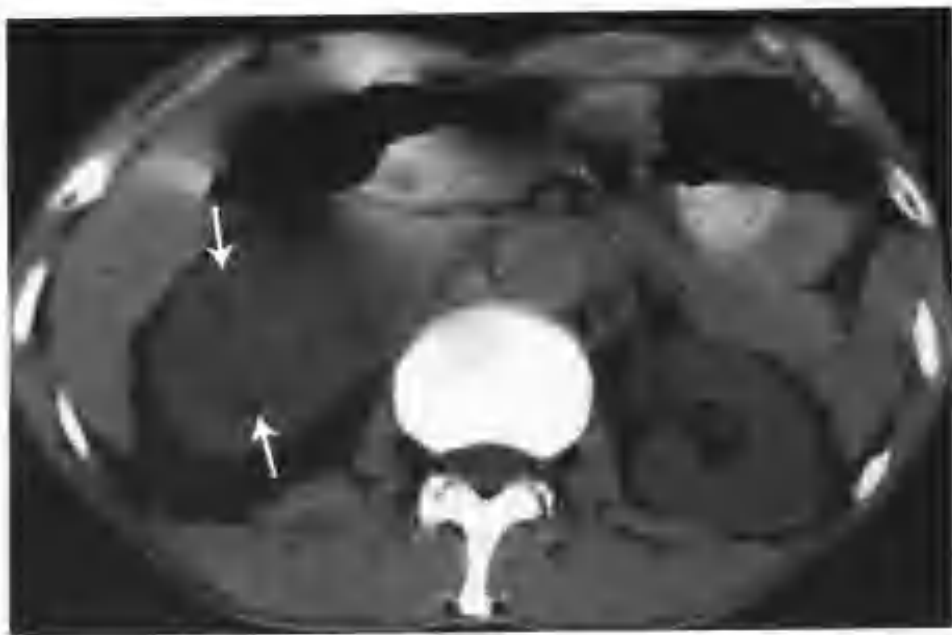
右肾盂鳞状细胞癌 (CT 平扫示右肾影增大, 肾窦脂肪间隙消失, 肾轮廓不光整, 肾周脂肪囊内见许多粗细不均的条状影 (箭头))
